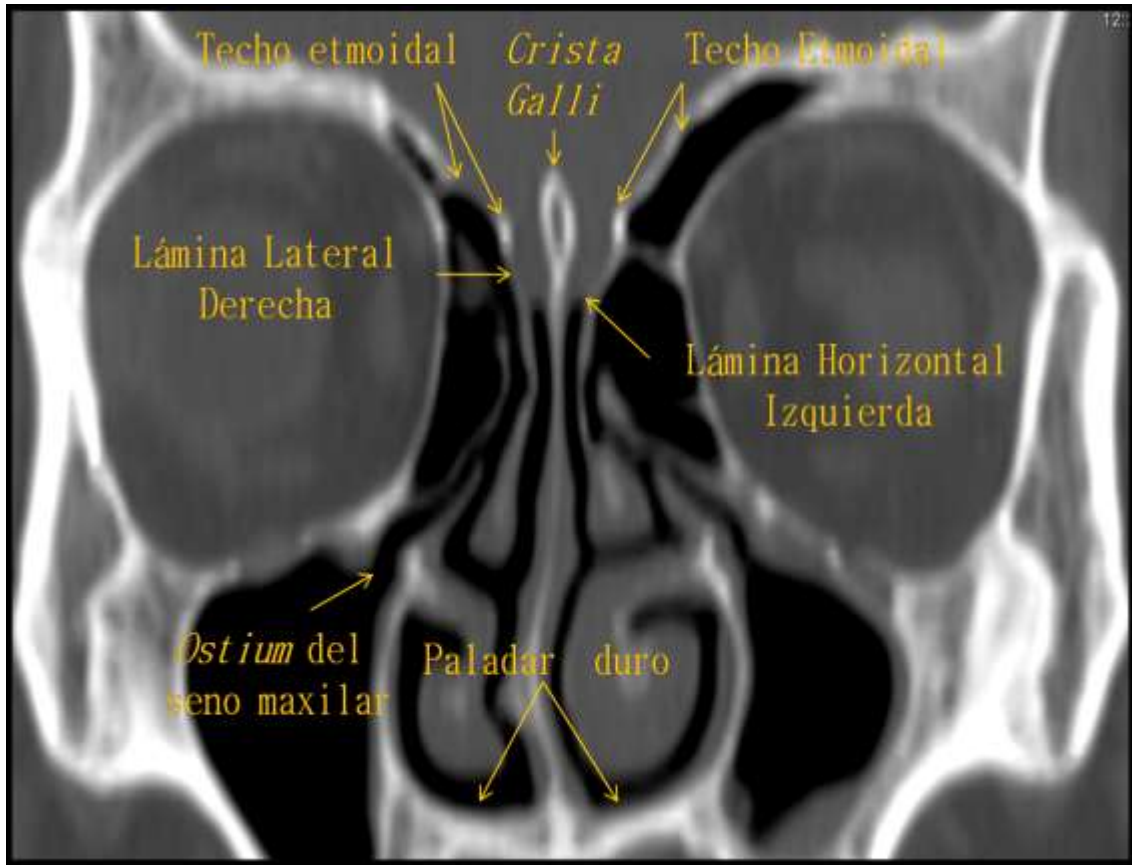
Anatomía por TC. Reconstrucción multiplanar en el plano coronal localizada en la topografía del ostium del seno maxilar
